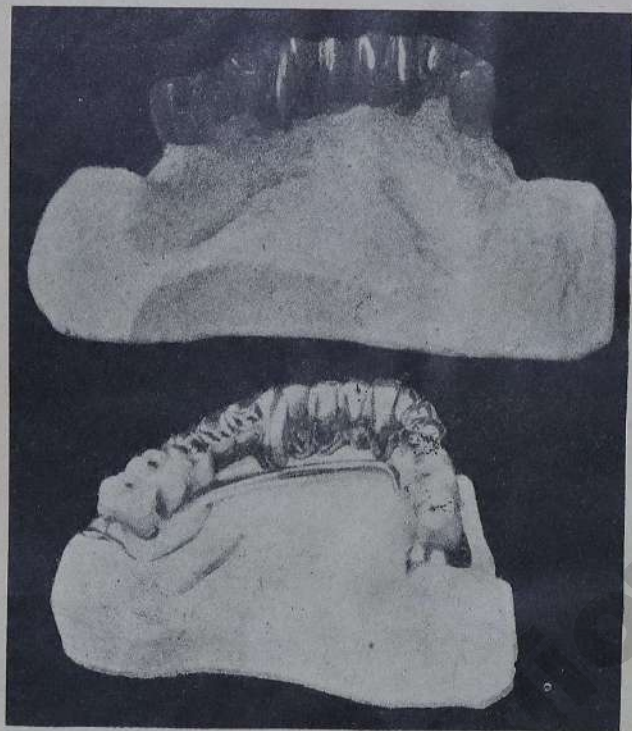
Подобная же комбинация из несъемного и съемного протезов, что и на рис. 40. Рентгенограмма несъемного протеза представлена на рис. 38. Справа вместо Jnlau - кламера из-за живой пульпы в премолярах выбран опорной точкой припаянный или литой шип.
